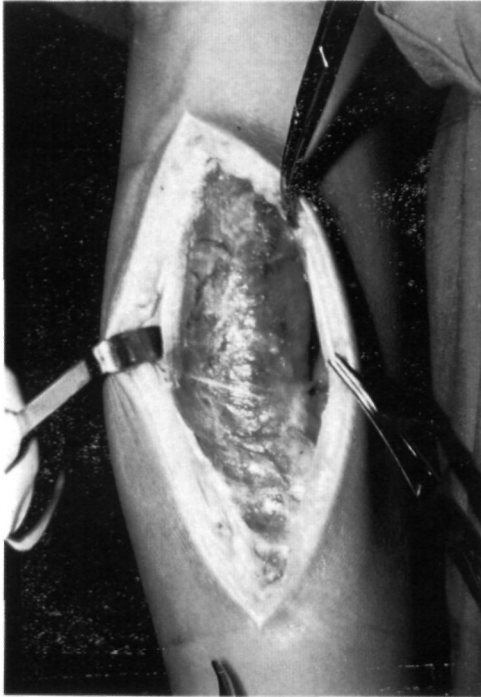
ASPECTO MACROSCOPICO. A) Aspecto cirsoide hemangioma vasto medial. Campo operatorio. B) Pieza quirúrgica del mismo caso.
